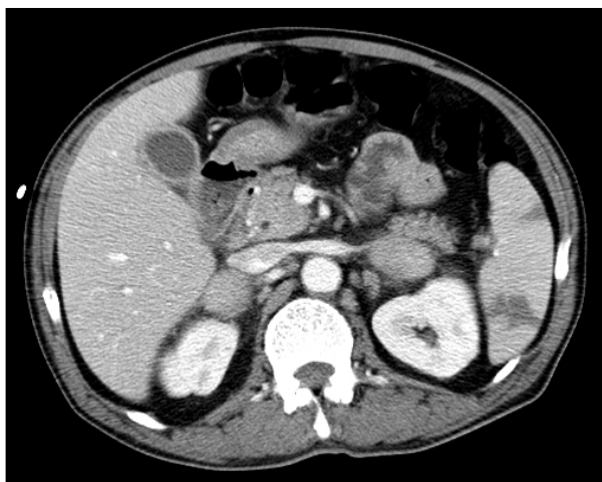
Abdominal CT finding showed enlarged pancreas head and bilateral adrenal mass.
